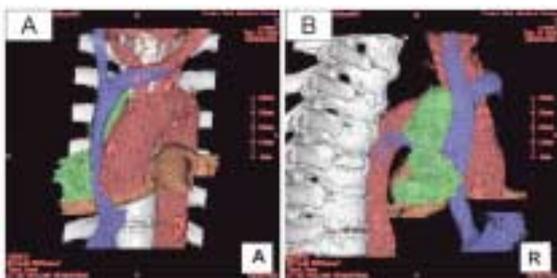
マルチスライスCTで再構成された肺がんと周囲臓器。
